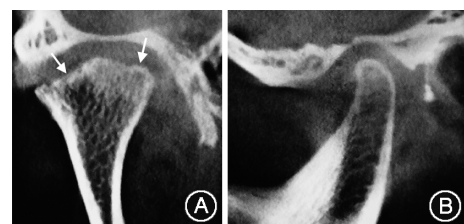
颞下颌关节退行性关节病患者右侧髁突锥形束CT影像,髁突表面广泛性骨破坏(箭头示) A:冠状位;B:矢状位
